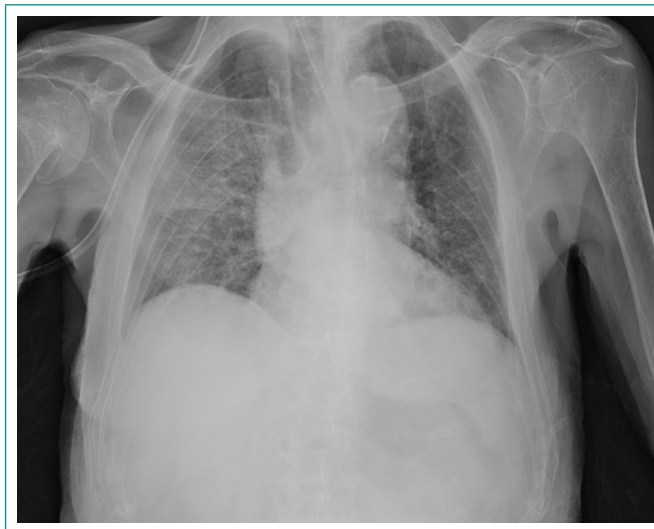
Radiografía de tórax PA que muestra infiltrado intersticial pulmonar derecho.
